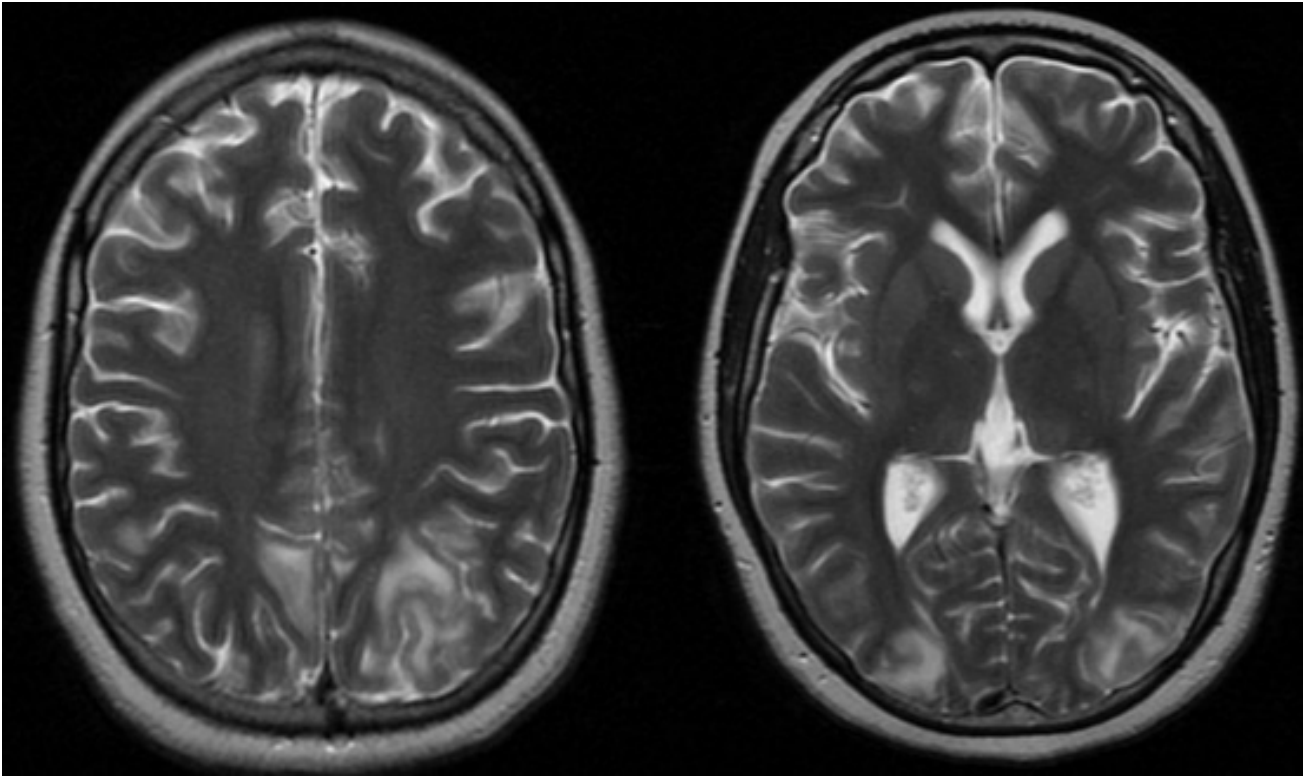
RM de cerebro al ingreso, secuencia T2. Hiperintensidades subcorticales en ambos lóbulos occipitales.
